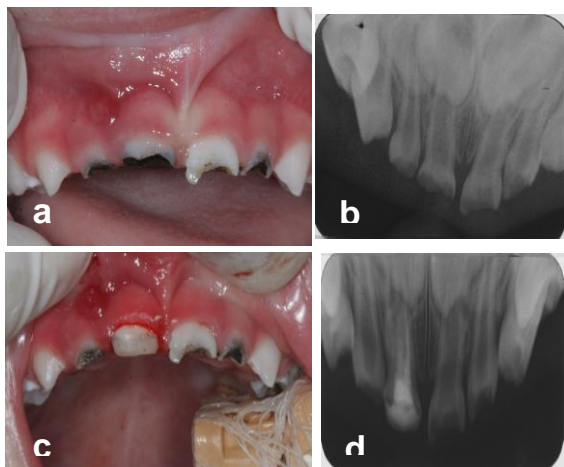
a) Aspecto clínico com presença de alteração na mucosa gengival na região dos dentes #51 e #52. b) Radiografia inicial da região anterior. c) Aspecto clínico imediato após tratamento endodôntico e restaurador. d) Radiografia após o tratamento endodôntico.
